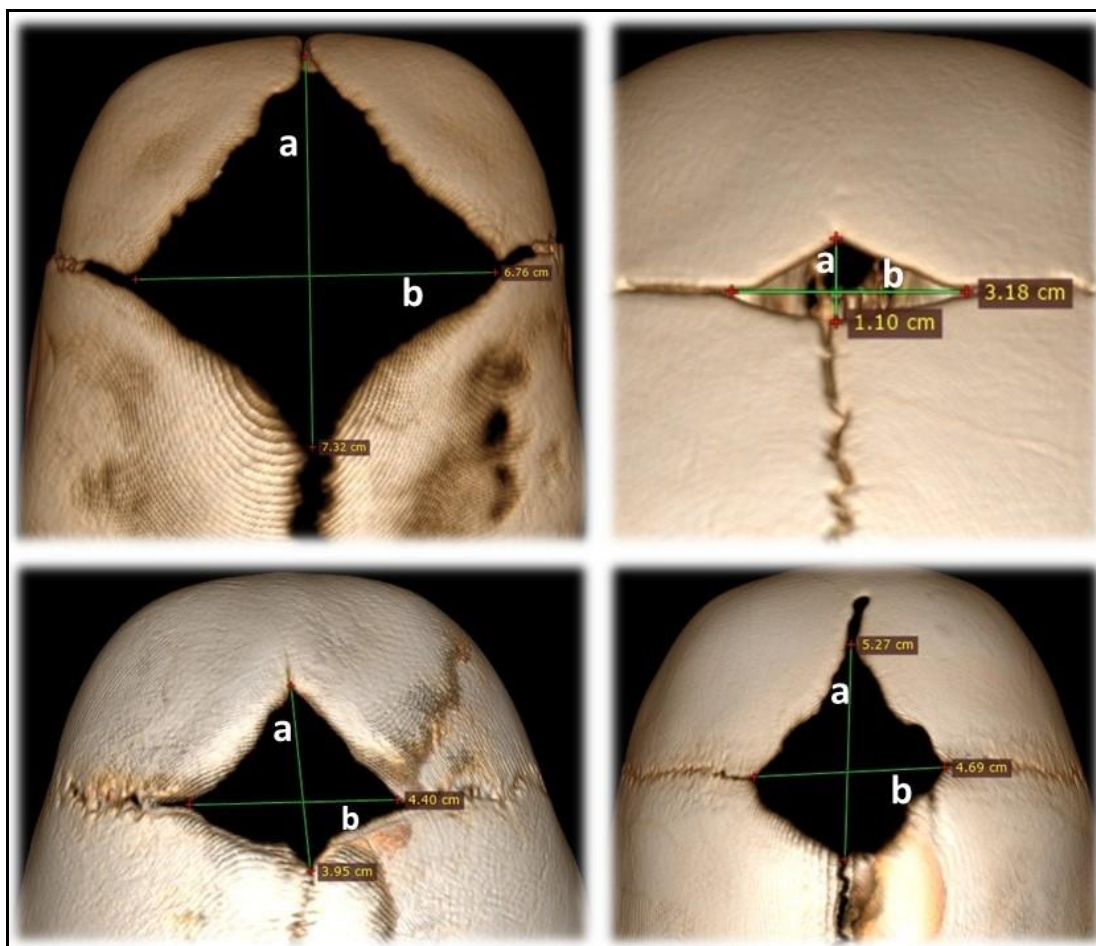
МСКТ костей черепа с 3D реконструкцией. Измерение размеров переднего родничка. Пациенты: А-ев 8 мес., Г-ов 9 мес., П-в 8 мес., С-ва 6,5 мес. (собственное наблюдение)
